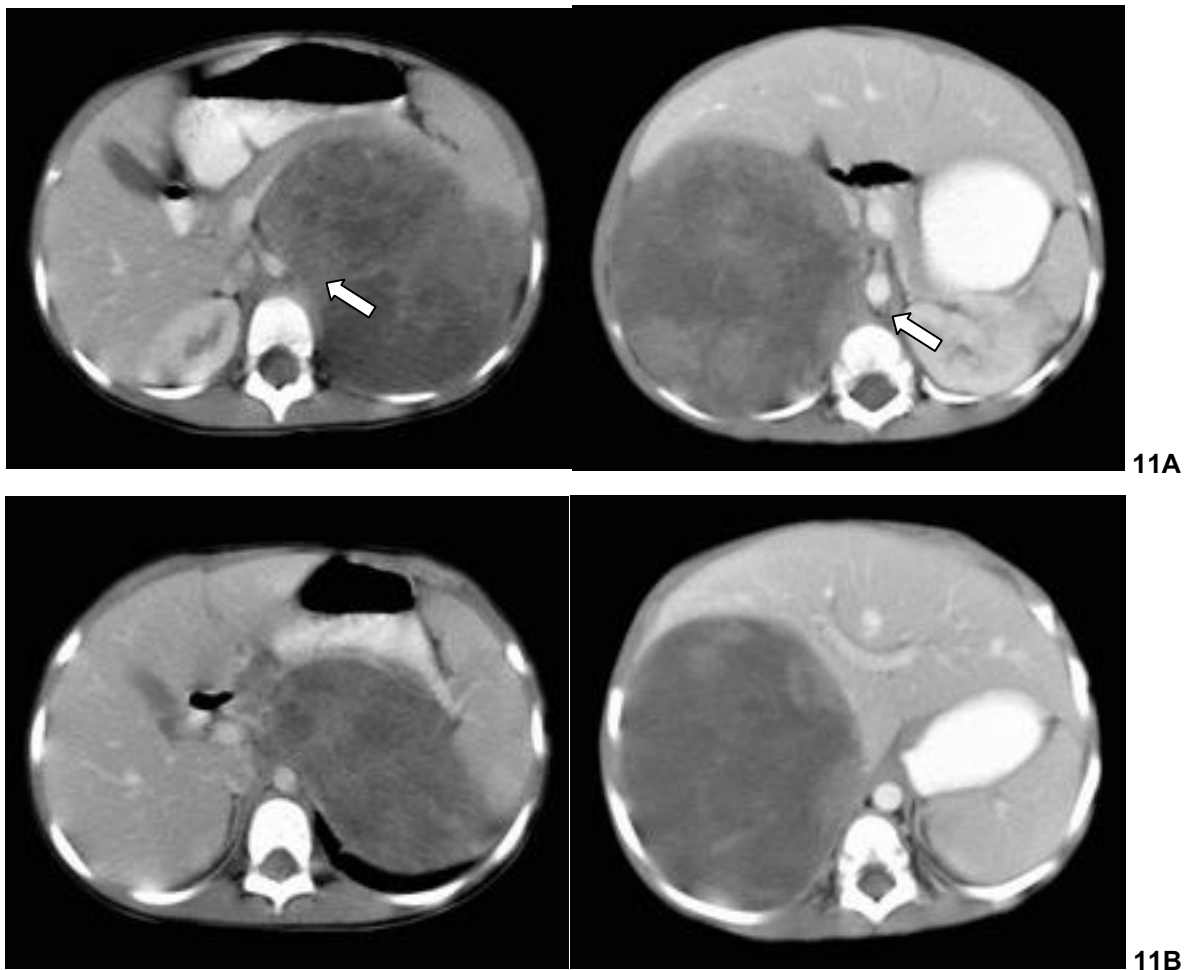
(A) Imagens de TC de pacientes que deslocavam a aorta abdominal e são casos de neuroblastoma, que quando avaliados somente ao nível da suprarenal (B) não deslocavam a aorta.
